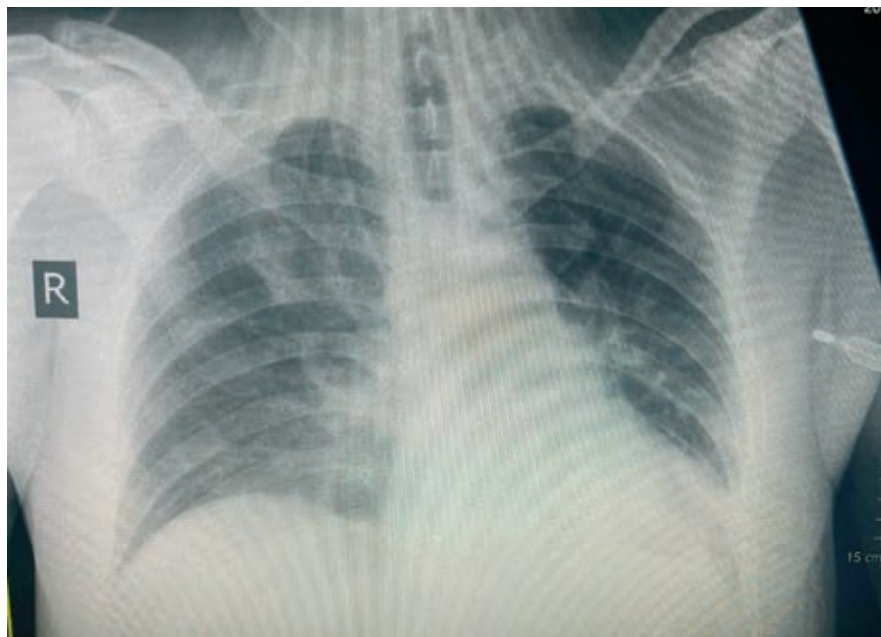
Рентгенографія ОГК в прямій проєкції від 07.04.2022 року.
